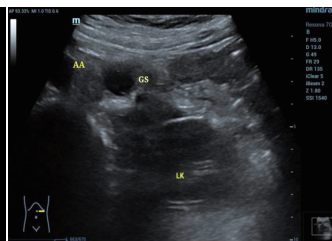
术中腹腔镜超声示孕囊内可见卵黄囊和胚芽(AA: 腹主动脉; GS: 孕囊; LK: 左肾)
